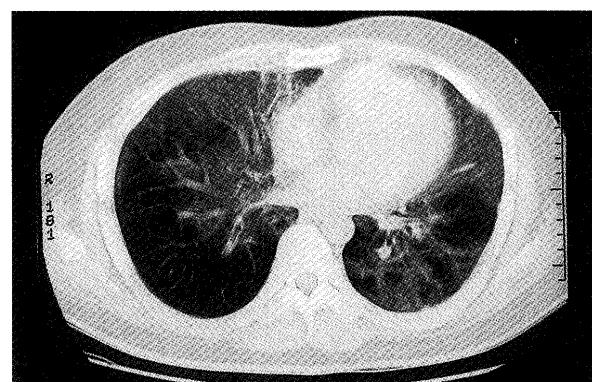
移植後114日の胸部CT像。両肺に不規則に分布する間質陰影をびまん性に認められた。
